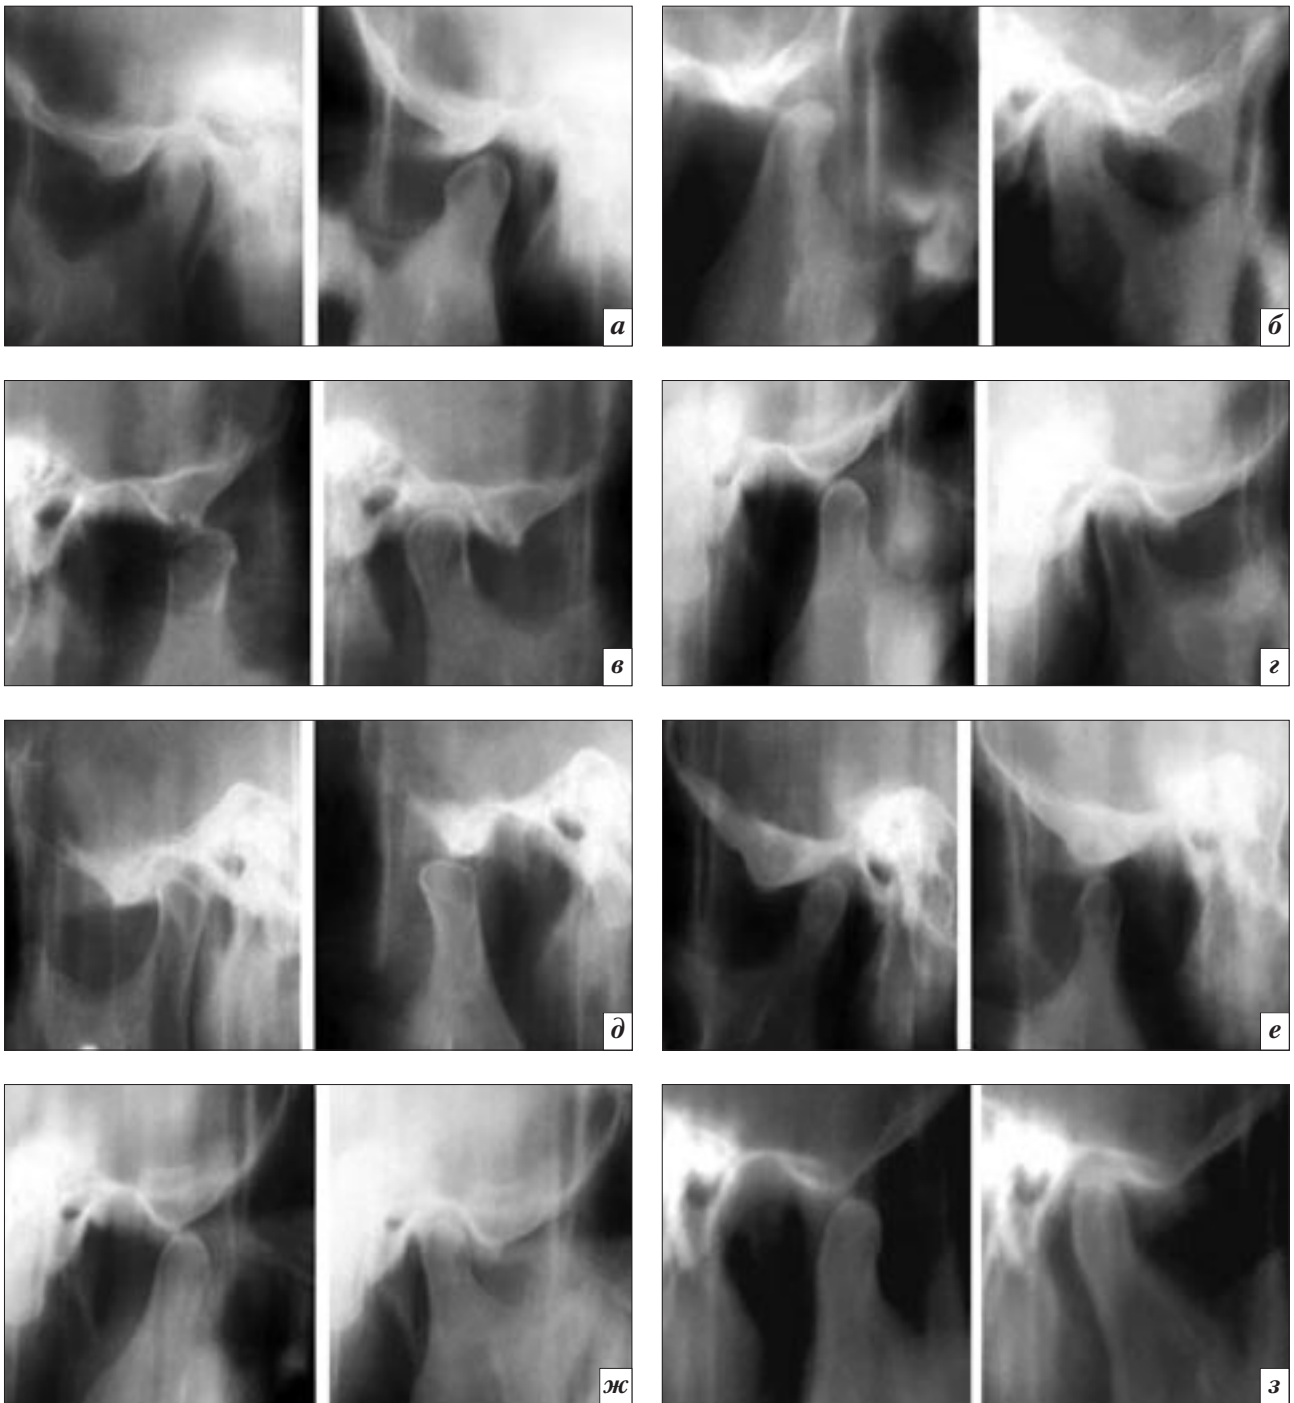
Прицельная линейная томография ВНЧС в боковой проекции в положении центральной окклюзии (зубные ряды в контакте в межбугорковом положении) и при максимально возможном отведении нижней челюсти из межбугоркового положения на глубине индивидуального анатомического ориентира: *a* – 2,0 см; *б* – 2,2 см; *в* – 2,5 см; *г* – 2,75 см; *д* – 3,0 см; *е* – 3,5 см; *ж* – 4,5 см (с подставкой высотой 2,0 см); *з* – 5,0 см (с подставкой высотой 3,0 см).
